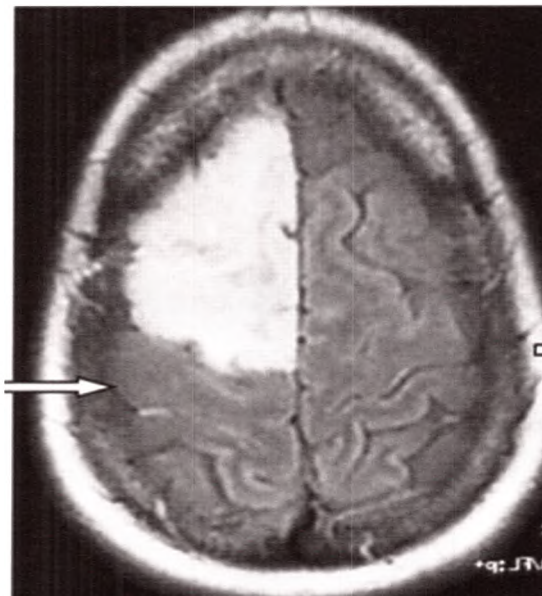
IRM en séquence FLAIR.
